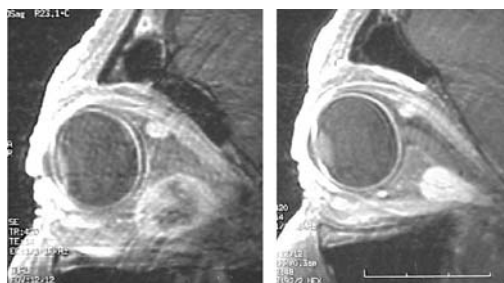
Imágenes de RM. Lesiones isointensas a los músculos en T1 e hiperintensas en T2 con captación de contraste irregular en OD y homogénea en OI.
